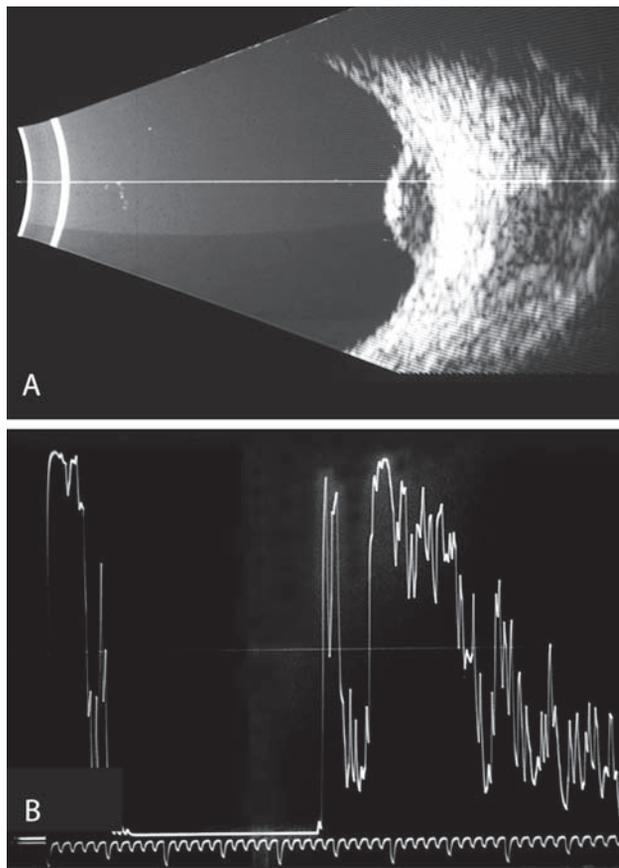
A. Ecografía modo B, se observa una masa coroidea elevada sólida. B. Ecografía modo A estandarizada, se observa tumor de mediana a baja reflectividad.
